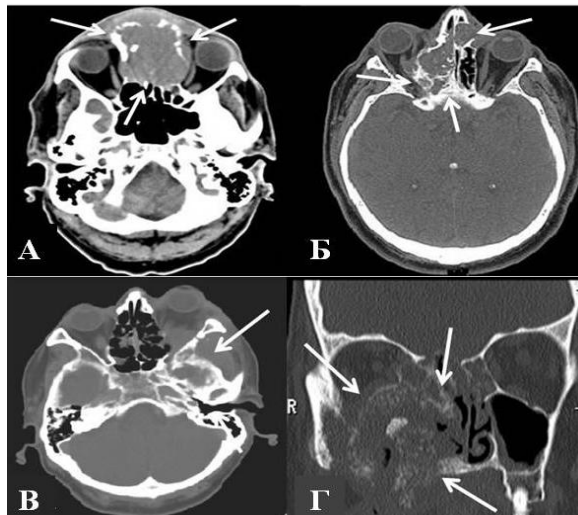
Примеры КТ томограмм опухолей КРО локализации.
